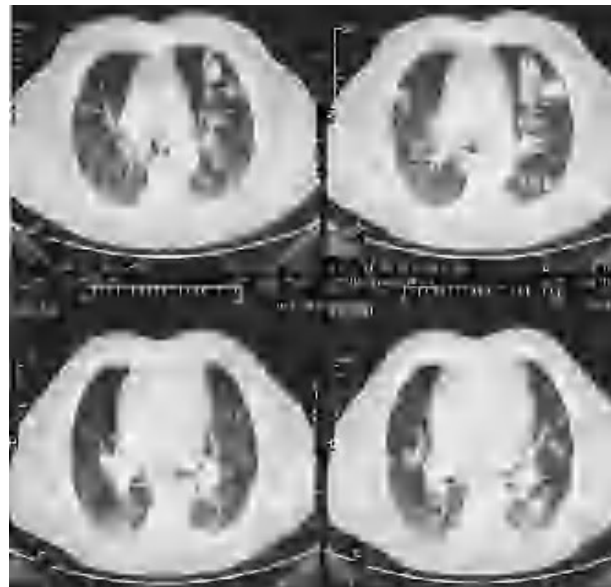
Cortes transversales de tomografía axial computarizada torácica en la que se aprecian múltiples nódulos sólidos, alguno de ellos cavitados, sin adenopatías mediastínicas.
